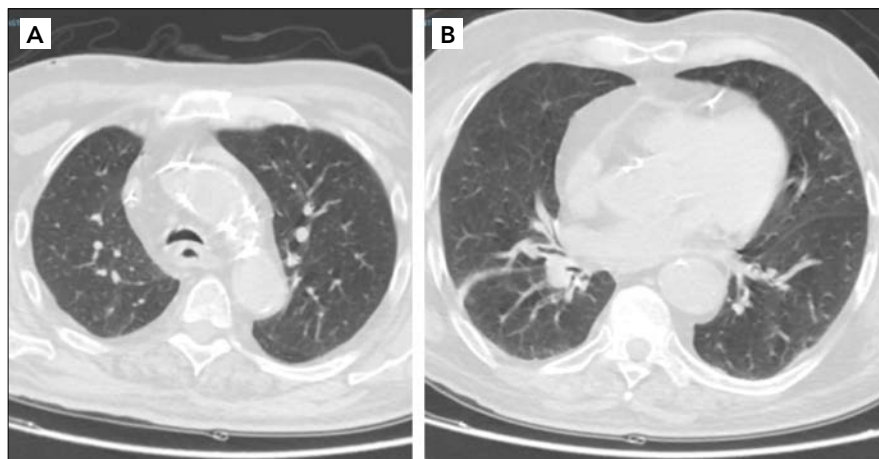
TC di maggio 2020 che mostra risoluzione del quadro polmonitico.
